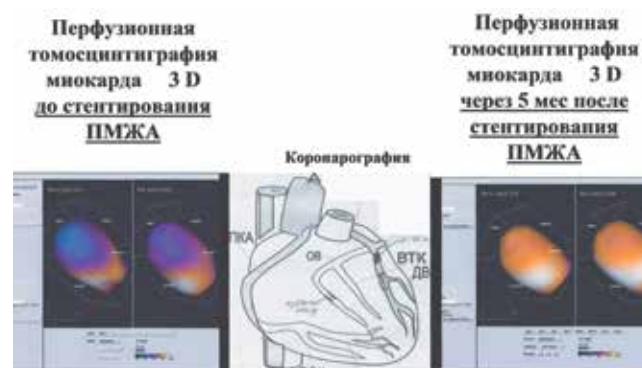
Перфузия миокарда ЛЖ у пациента Ш-ва А.А. в покое и после нагрузки до стентирования ПМЖА (сцинтиграммы слева от «Коронарографии») и через 5 мес. после стентирования ПМЖА (сцинтиграммы справа от «Коронарографии»)
